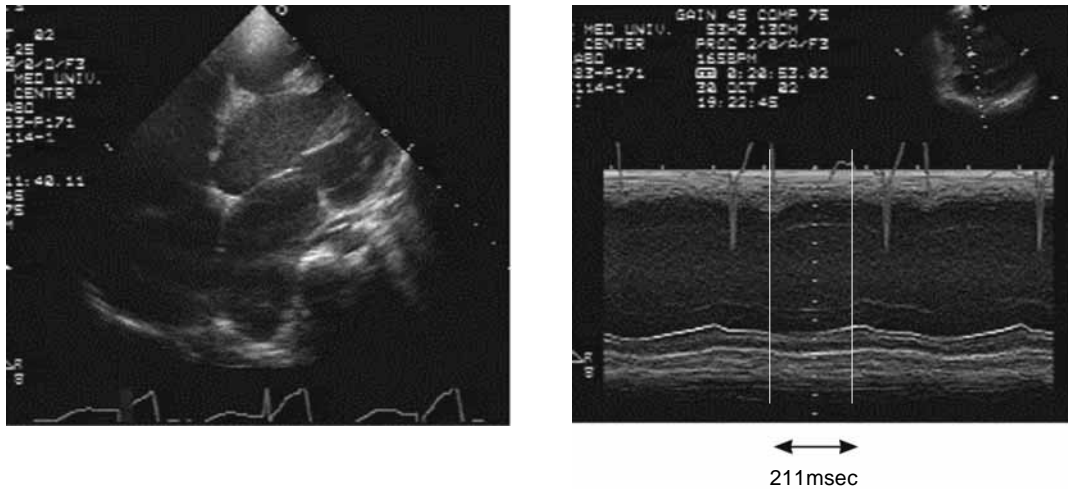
B-mode and M-mode echocardiograms performed at admission show thin, dilated ventricles in a four-chamber view (A), and paradoxical septal movement with left ventricular septal-to-free-wall motion delay of 211 msec (B).
